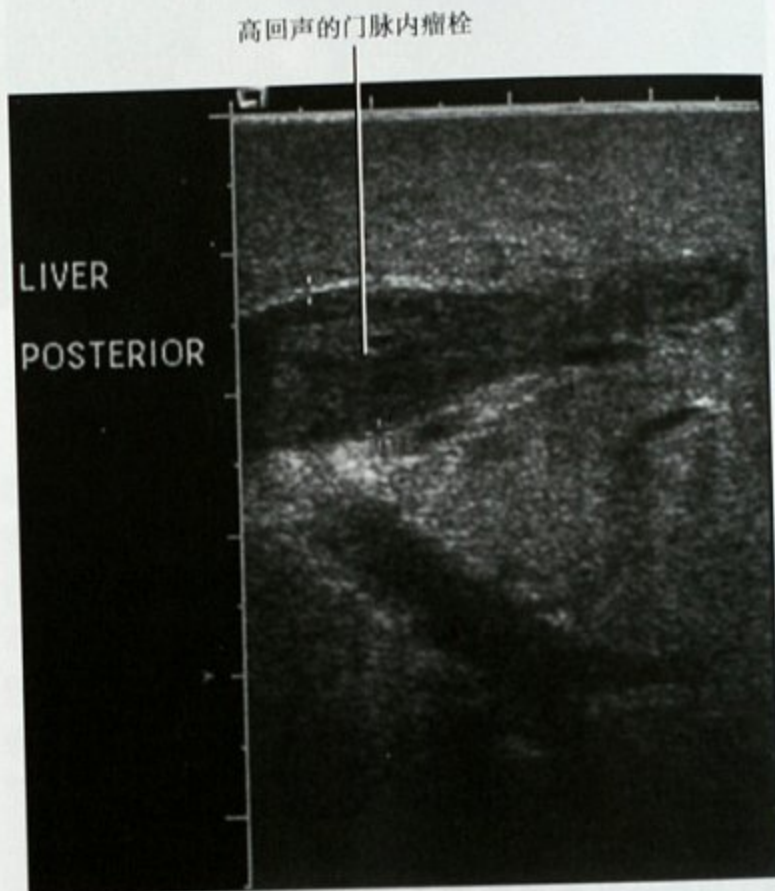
肝癌患者术中超声显示肝癌病灶侵入门静脉
